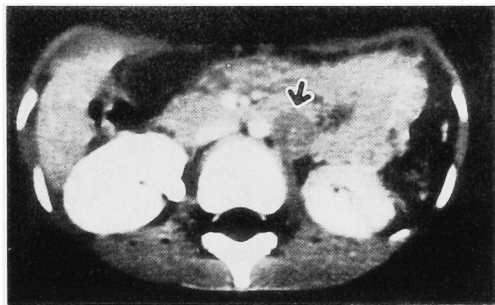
CT of the mass in hilus of the left kidney (arrow).
